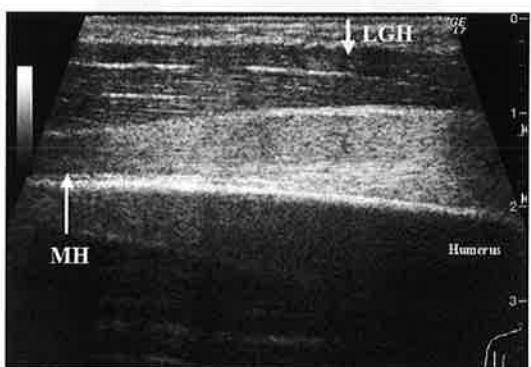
第5病日目の内側頭（MH）の長軸像。内側頭に、強い腫脹・高エコー像とともに、筋組織architectureのdiffuseな、完全な、崩壊像がみられた。
